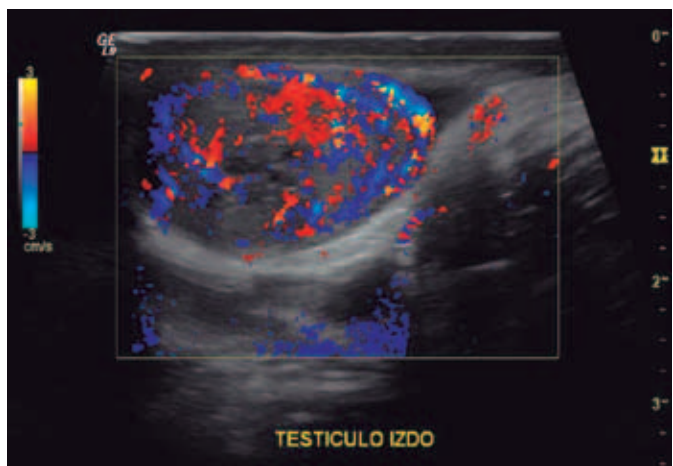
Corte sagital del testículo izquierdo con Doppler color. Masa intratesticular hipervascularizada.
